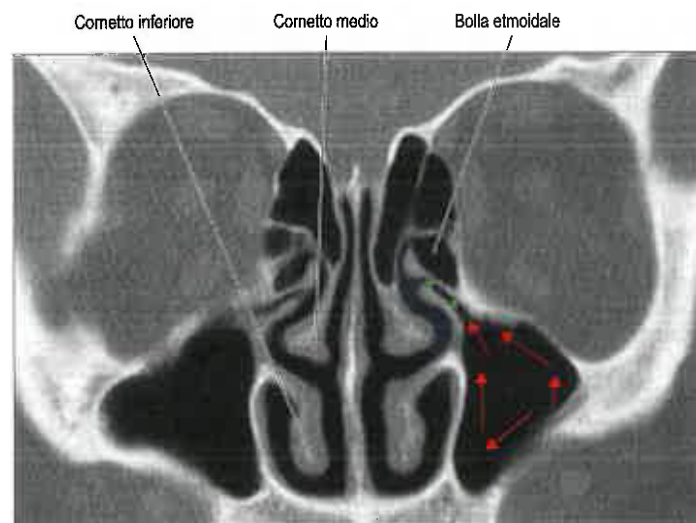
Scansione TC coronale attraverso il complesso ostiomeatale. Le frecce rosse indicano la direzione del flusso mucociliare; la zona blu indica il meato medio; le stelle verdi indicano l'infundibolo.
